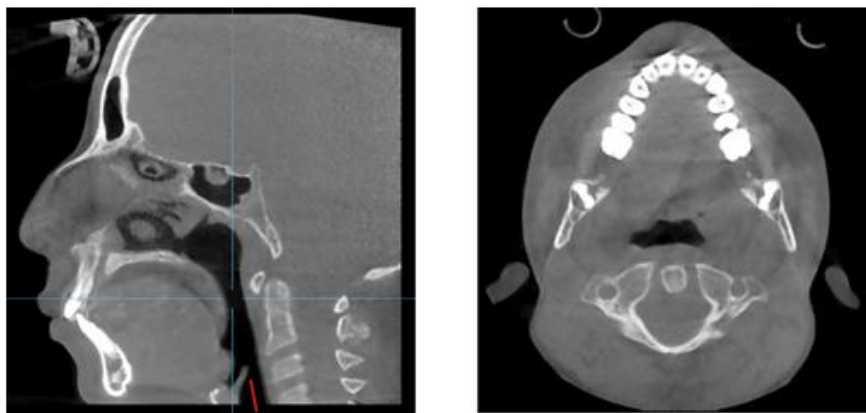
Corte sagital y axial de CBCT de paciente masculino de 12 años de edad donde se señala el área mínima de amplitud de la VAS.
